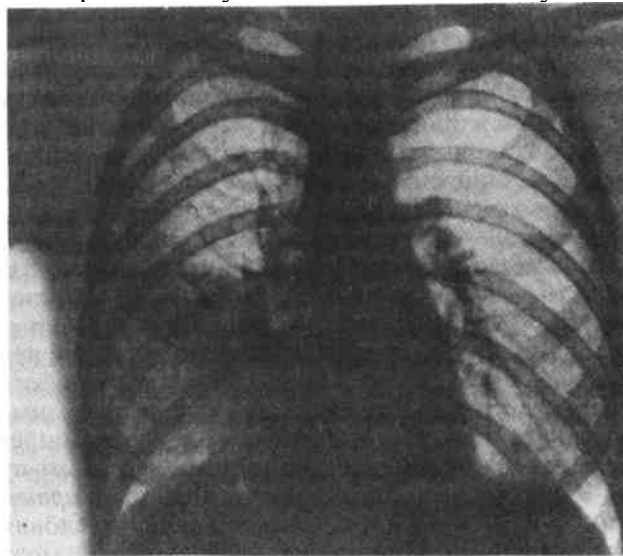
Рентгенограмма. Крупозное воспаление верхней доли правого легкого с распадом.
